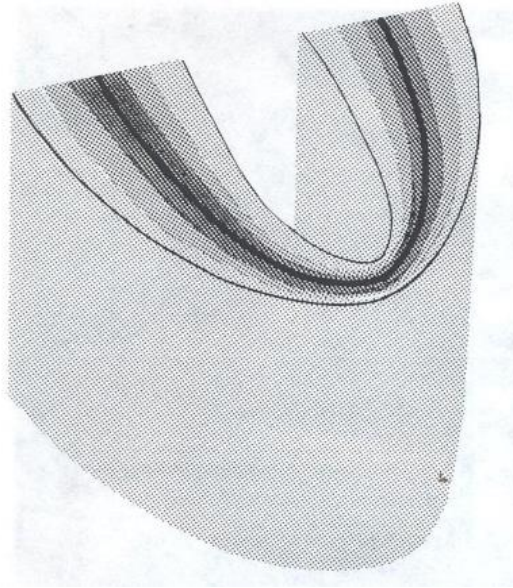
Plano focal de una radiografía panorámica: Cuanto más cerca se posiciona una estructura anatómica del centro del plano focal (zona oscura) más claro se visualiza en la radiografía resultante. Fuente: White S, Pharoa M. Radiología Oral. Principios e Interpretación. 4ta ed. Madrid: Ed. Mosby; 2002. pp 208.
